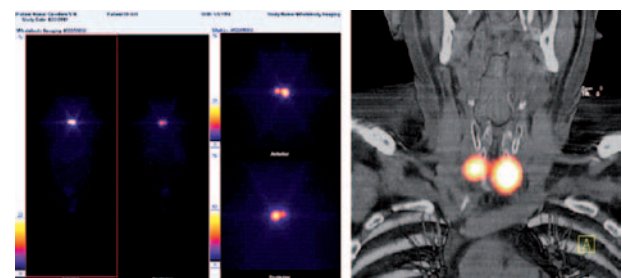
Резидуальна паренхіма щитоподібної залози (папілярний рак щитоподібної залози, pT3aTnN0M0, II ст., ТТГ 45,99 мкМО/мл, ТГ 4,3 нг/мл, АТ ТГ $< 20,0$ МО/мл). При сцинтиграфії всього тіла (зліва) виявлено інтенсивне поглинання ^{131}I в проекції ложа щитоподібної залози з обох боків. Екстратиреоїдного накопичення не виявлено. На ОФЕКТ/КТ шиї (справа) виявлено резидуальну паренхіму щитоподібної залози паратрахеально на рівні перших півкілець трахеї з обох боків
